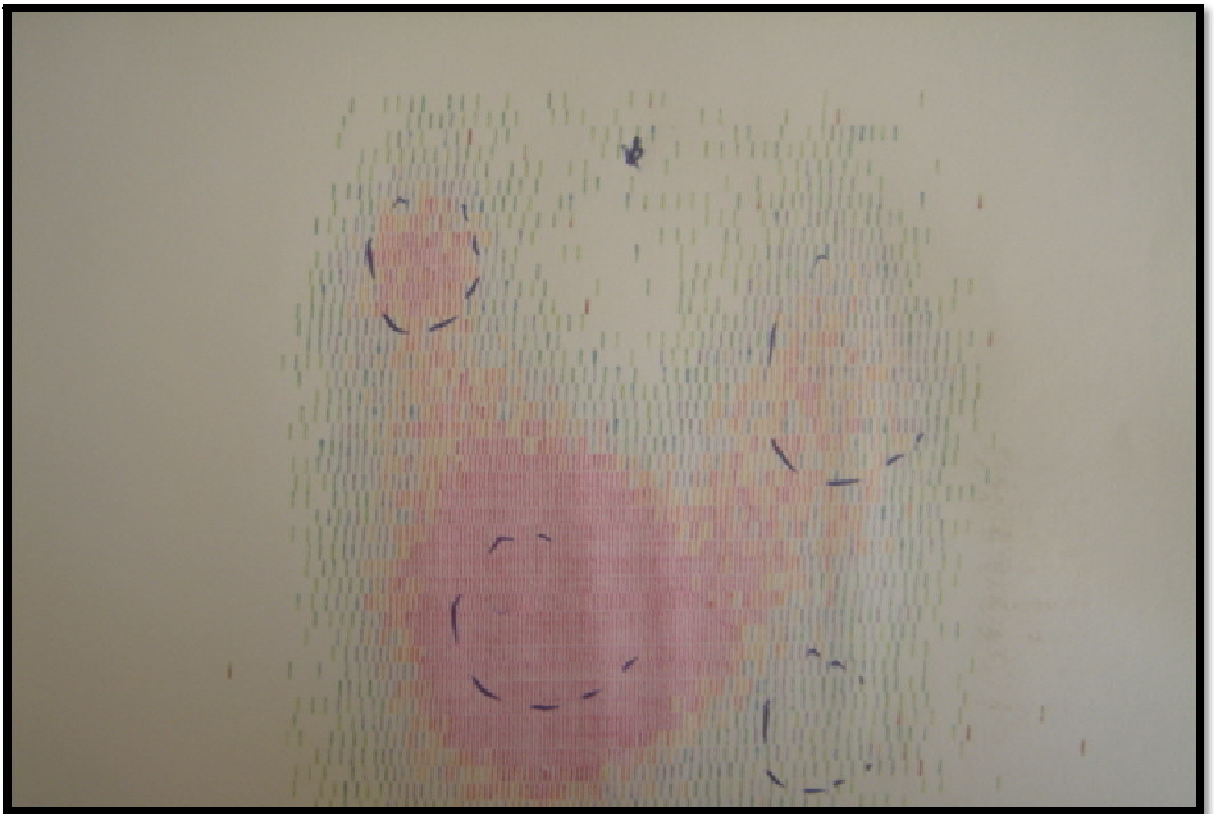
scintigraphie thyroïdienne :GMHN(Clinique chirurgicale B CHU IbnSina Rabat)
